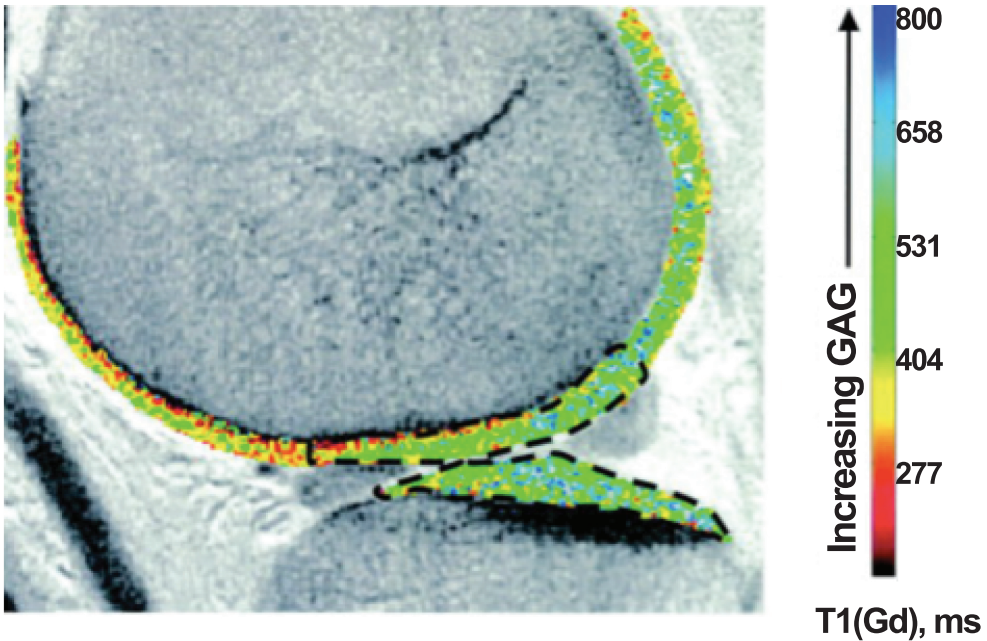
MRI imaging of the knee [16].
